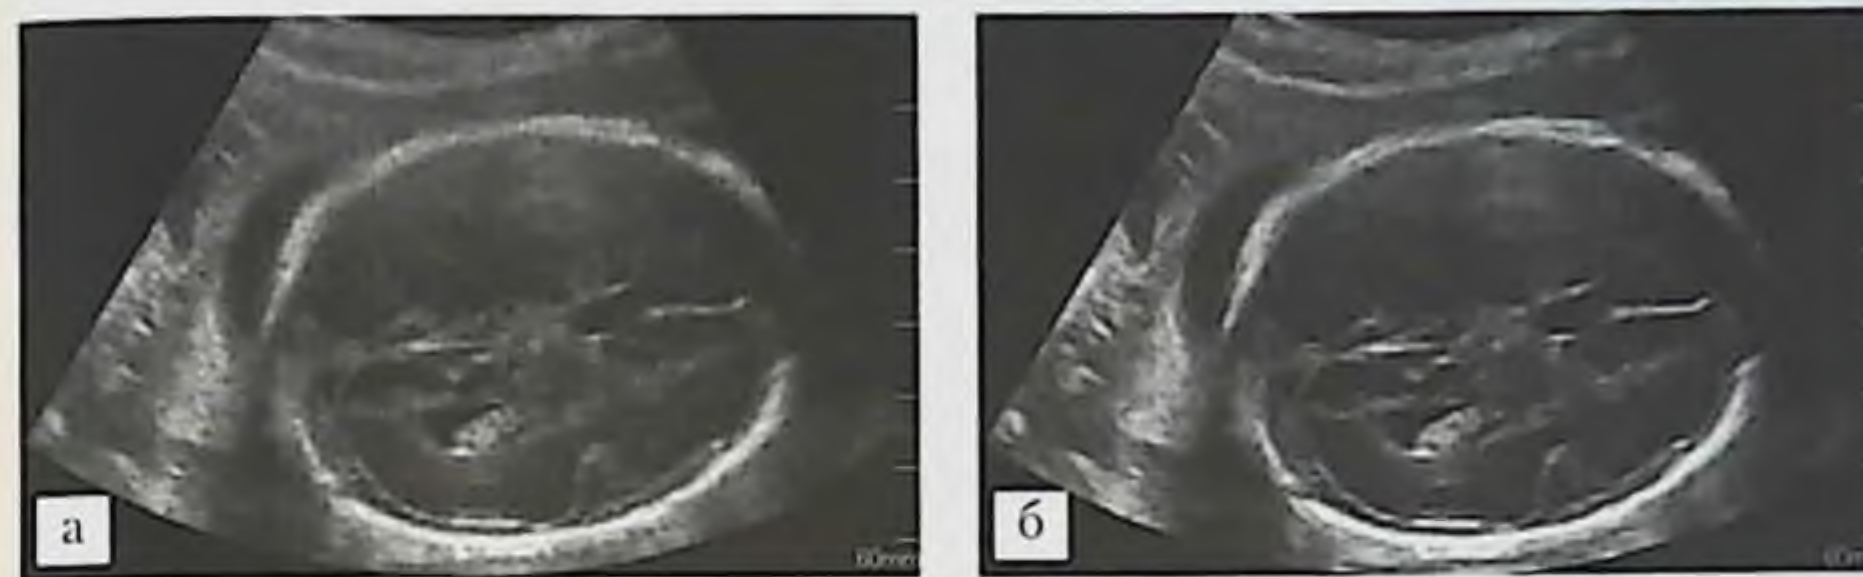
УЗИ головы плода в поперечной плоскости (сканер ACCUVIX XQ производства MEDISON): *a* — эхограмма структур головного мозга в В-режиме; *б* — та же эхограмма, но с использованием фильтра Dynamic MR.
